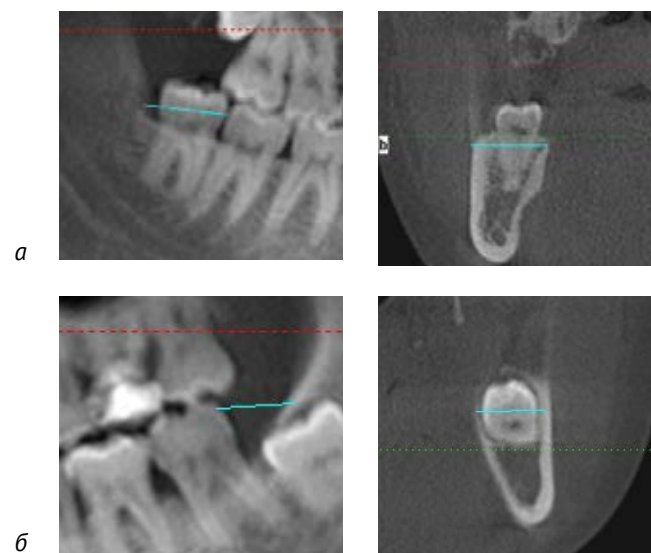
Фрагменты КЛКТ-томограмм нижних челюстей. Анатомо-топометрические особенности строения альвеолярной части нижней челюсти в области ретромоларного пространства с учетом объема и высоты при прорезавшихся третьих молярах (а) и их ретенции (б).
